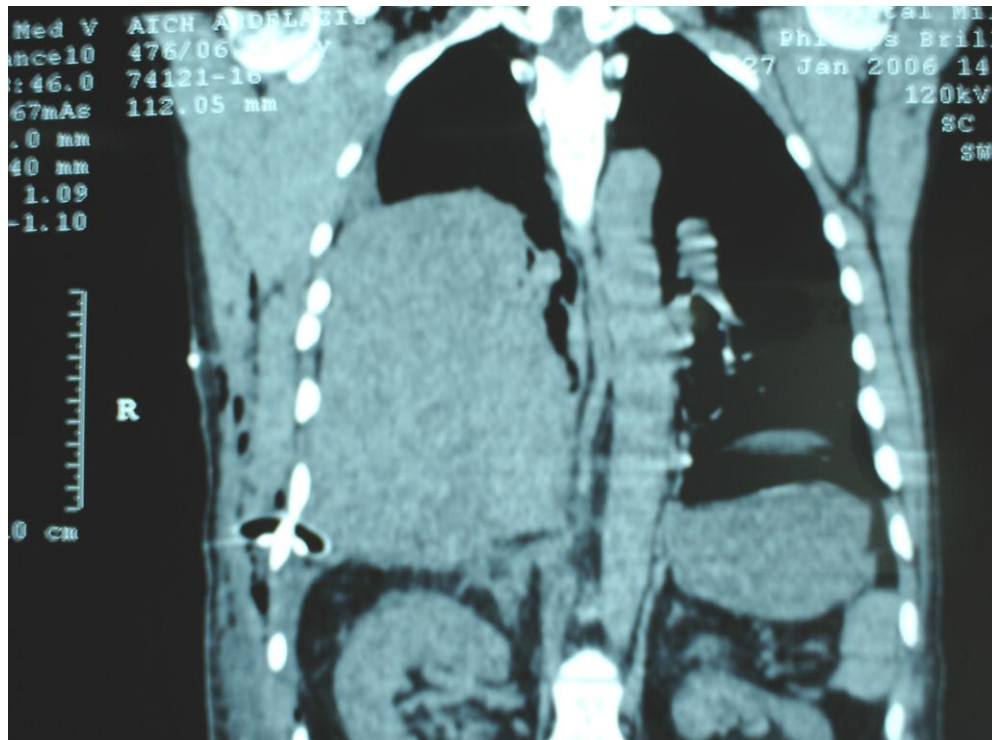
coupe TDM montrant l'hernie du foie et colon
